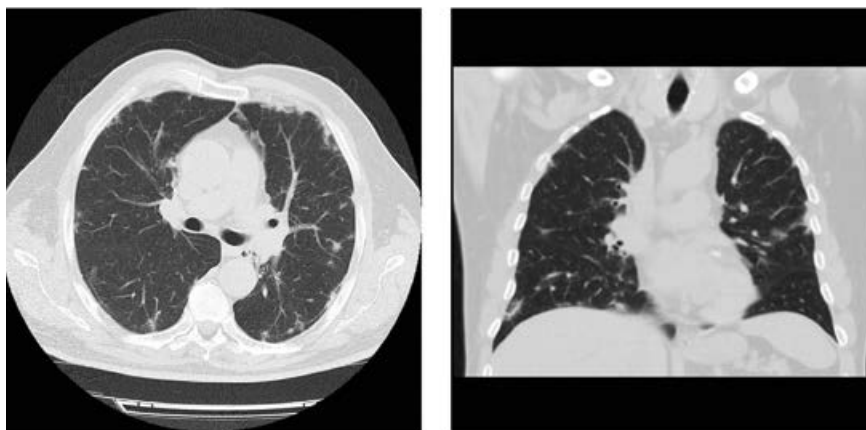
МСКТ органов грудной клетки у пациента Н. (14-й день).
